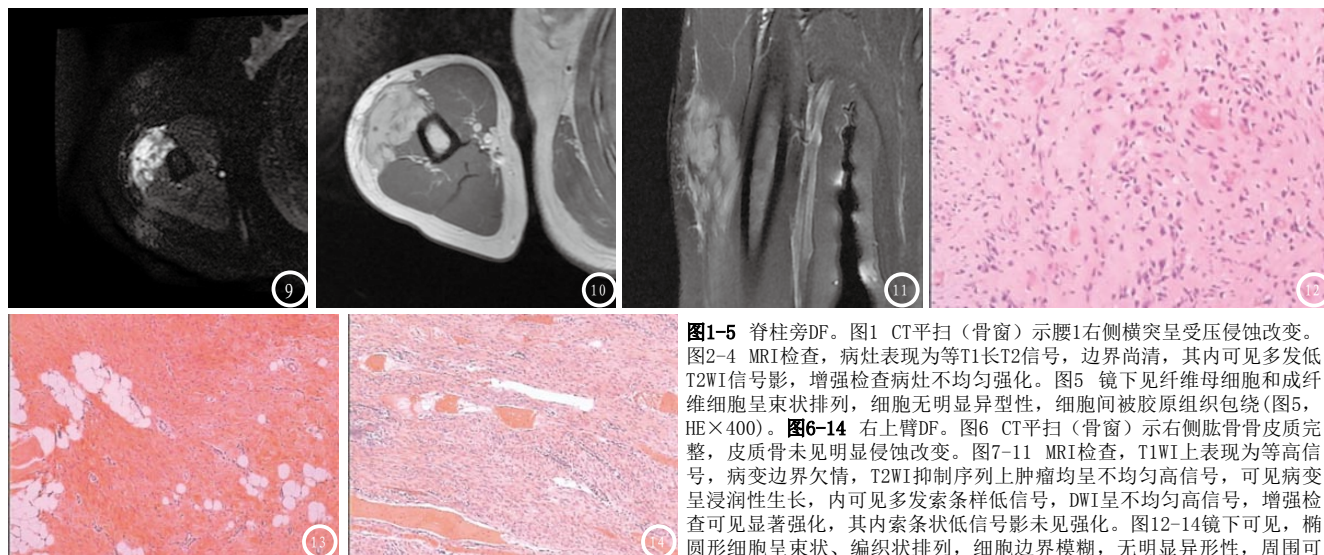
脊柱旁DF。图1 CT平扫(骨窗)示腰1右侧横突呈受压侵蚀改变。图2-4 MRI检查,病灶表现为等T1长T2信号,边界尚清,其内可见多发低T2WI信号影,增强检查病灶不均匀强化。图5 镜下见纤维母细胞和成纤维细胞呈束状排列,细胞无明显异型性,细胞间被胶原组织包绕(图5, HE×400)。图6-14 右上臂DF。图6 CT平扫(骨窗)示右侧肱骨骨皮质完整,皮质骨未见明显侵蚀改变。图7-11 MRI检查, T1WI上表现为等高信号,病变边界欠清, T2WI抑制序列上肿瘤均呈不均匀高信号,可见病变呈浸润性生长,内可见多发索条状低信号, DWI呈不均匀高信号,增强检查可见显著强化,其内索条状低信号影未见强化。图12-14镜下可见,椭圆形细胞呈束状、编织状排列,细胞边界模糊,无明显异型性,周围可见大量胶原纤维,细胞间质可见黏液样变性(图12, HE×400),部分病灶周围可见脂肪细胞(图13)及新生血管(图14)。
